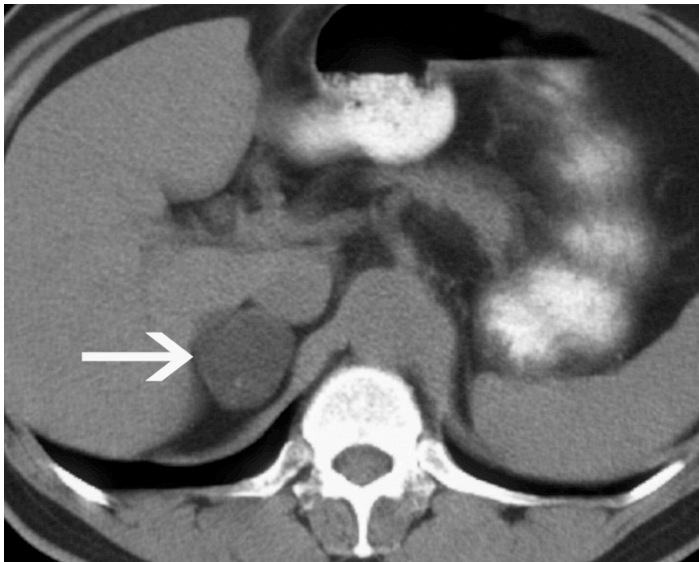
Аденома наднирника за даними КТ.
